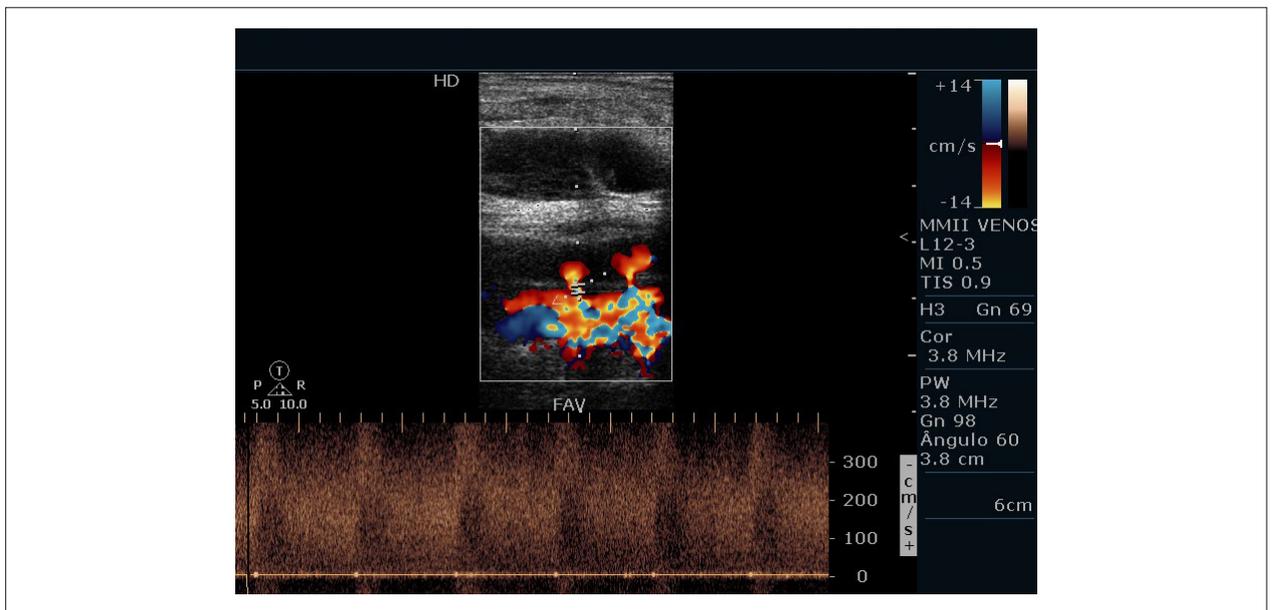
Doppler pulsado evidenciando estándar compatible con fistula arteriovenosa.
